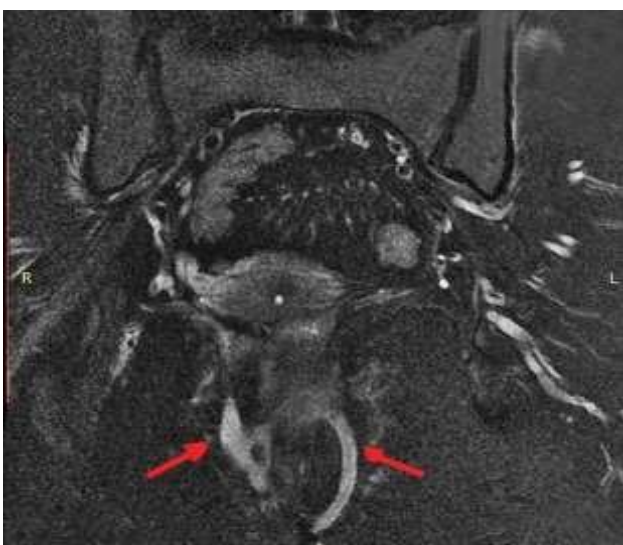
КТ-скан при ішіоректальному абсцесі
